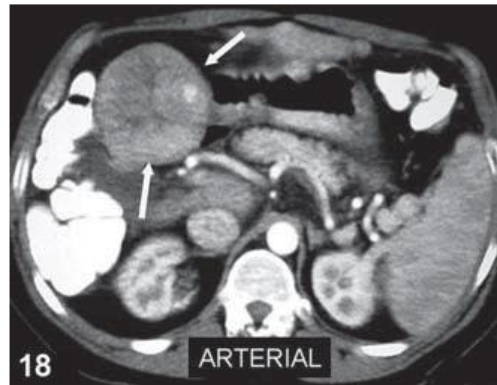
TC de fígado cirrótico com lesão exofítica,sólida e hipervascular (setas),com neovascularização central, compatível com Hepatocarcinoma. ((D'IPPOLITO et al 2006)
